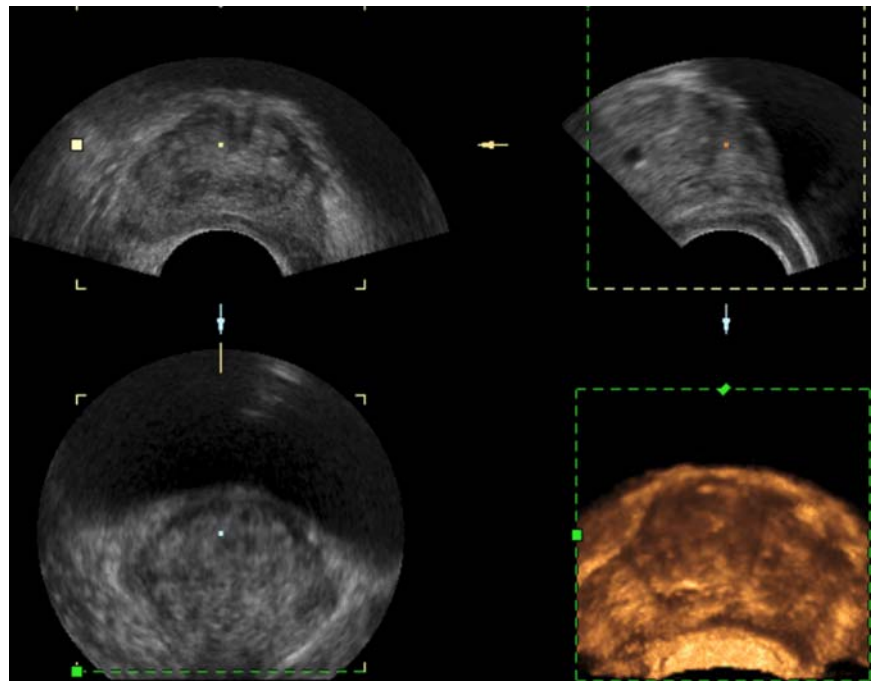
▲ 3D- und 4D-Sonographie bei einem Patienten mit Prostatakarzinom. Die 3D-Sonographie zeigt simultan die transversale (links oben), die sagittale (rechts oben) und die koronare Ebene (links unten). Weiter ist die Prostata in einer 4D-Sonographie dargestellt (rechts unten). Das Karzinom in der rechten peripheren Zone kann mit diesen Techniken jedoch nicht detektiert werden
